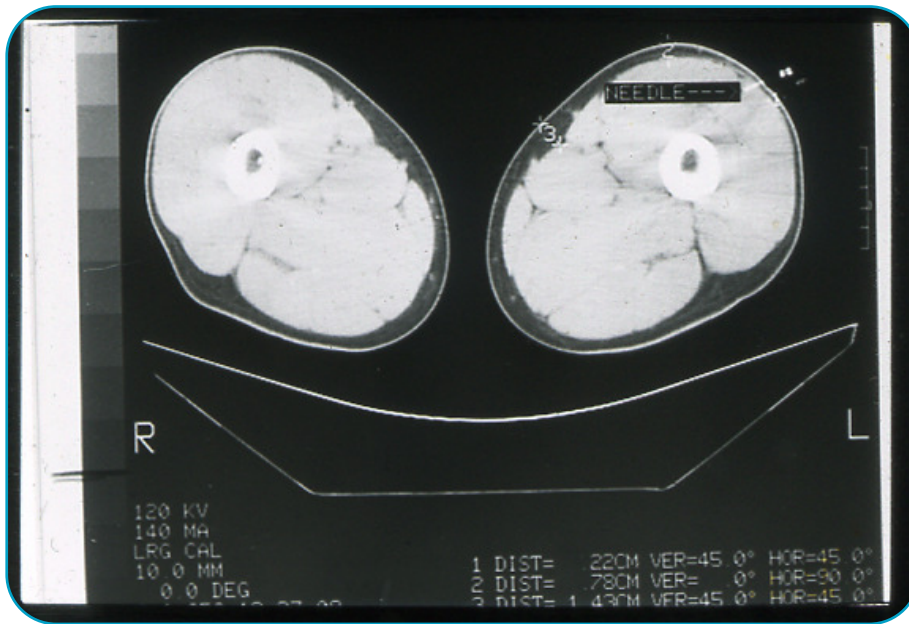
TC de los muslos de un varón de peso normal. Se puede observar la punta de una aguja de 12 Mm. (1/2 pulgada) en el músculo.
